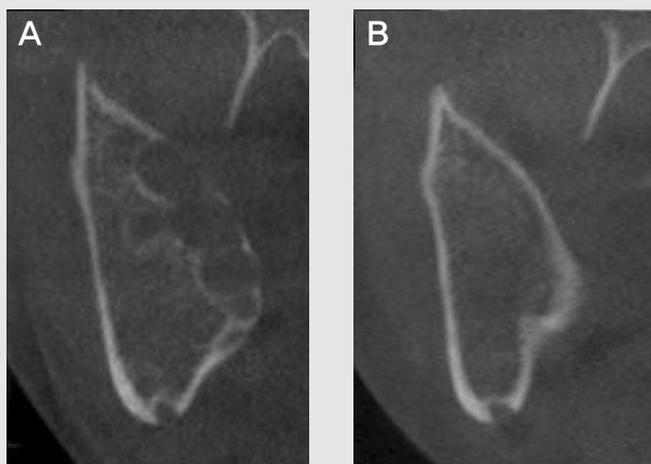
Cone-beam CT images of the right ramus of mandible. A, pre-operative image. B, post-operative image, 6months later.
